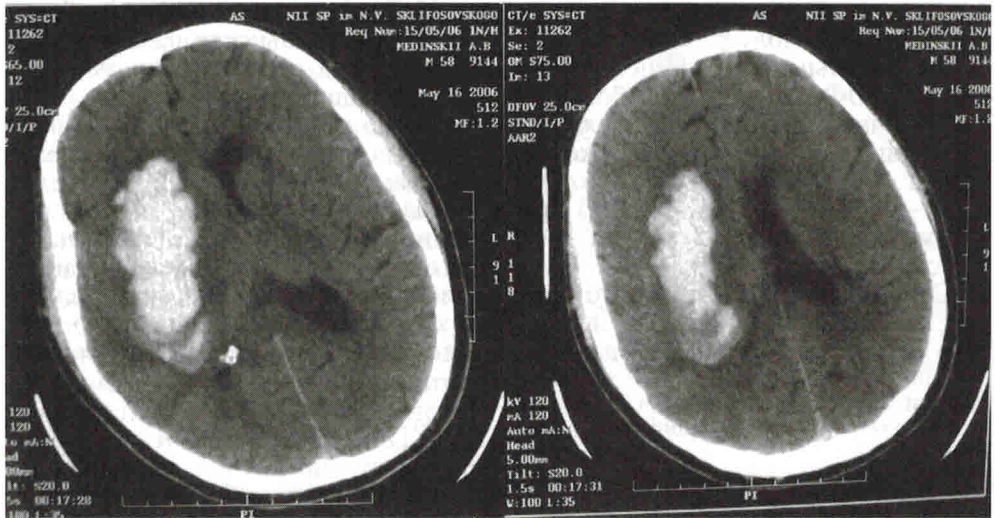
КТ головного мозга. ВМГ путаменального типа справа объемом 43 см^3 с зоной перифокального отека объемом 80 см^3 , поперечная дислокация мозга влево на 6 мм.
